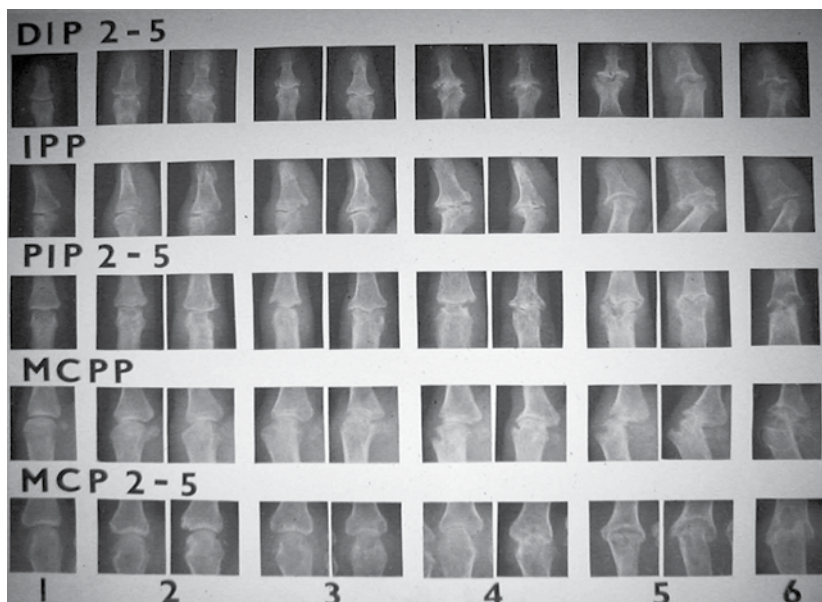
Пример стандарта рентгенограмм по методу А. Larsen
